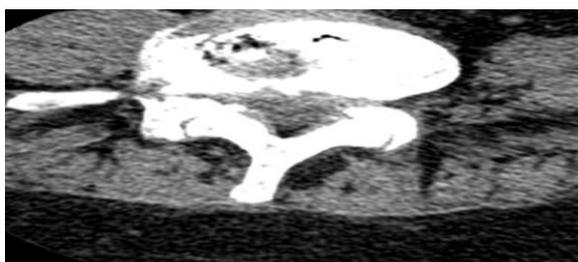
Эффект вакуума («вакуум-феномен») в МПД поясничного отдела на КТ-изображении
